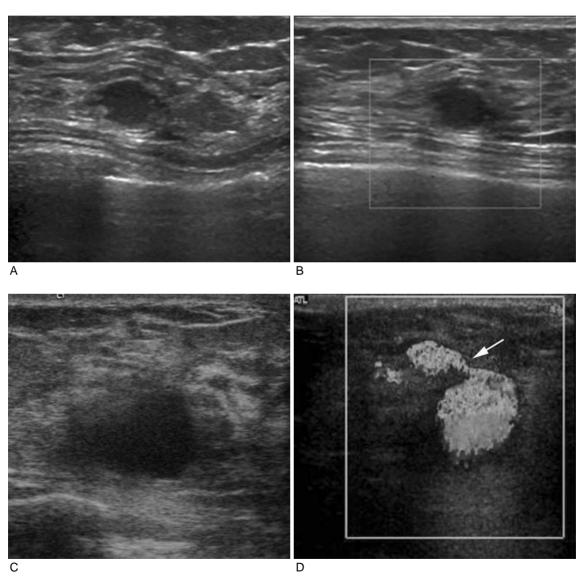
41-year-old woman was referred for sonographic evaluation of right breast nodule.
